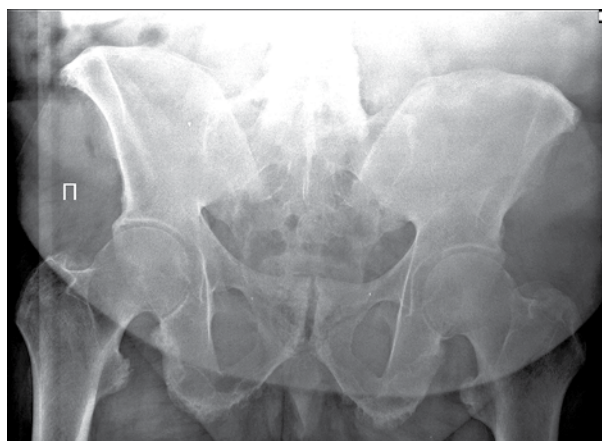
Рентгенограмма таза при сакроилиите четвертой стадии
